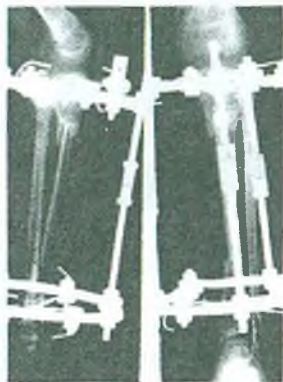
Рентгенограммы костей голени в двух проекциях. Слабое образование костной мозоли в области синастозирования
